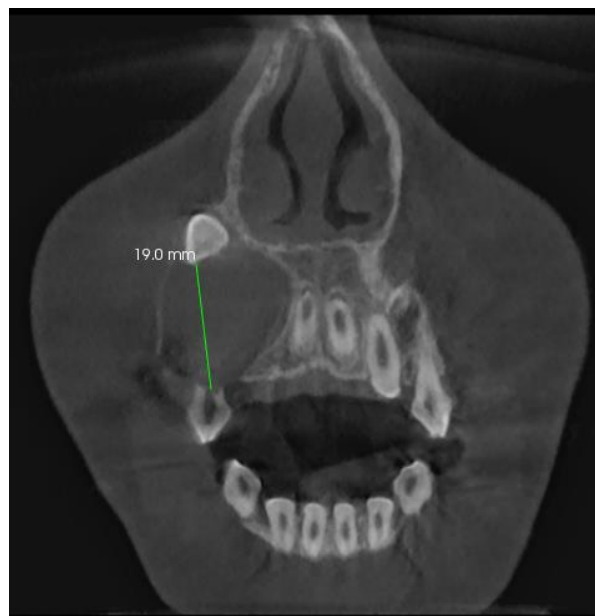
Plan de coupe coronale du CBCT.
